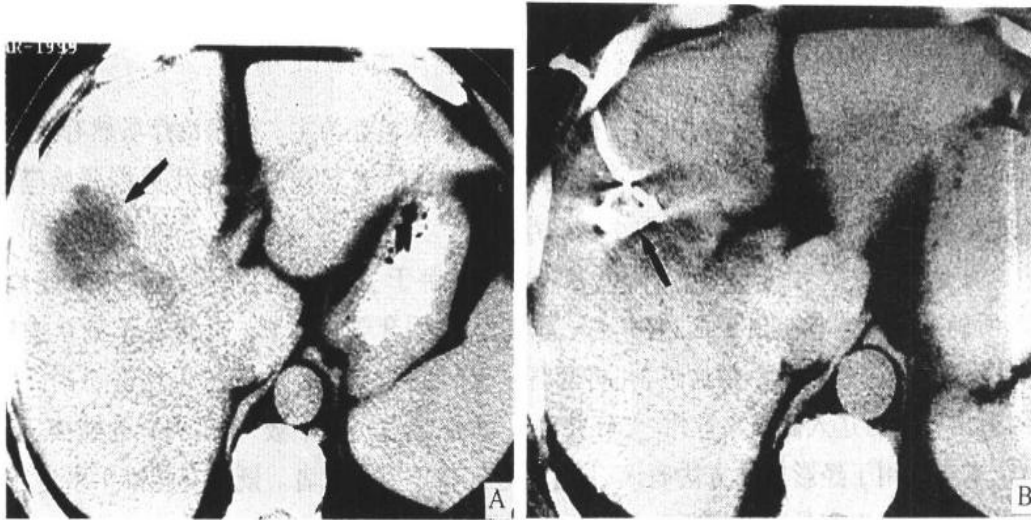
肝脓肿穿刺引流术术前术后 CT 扫描
